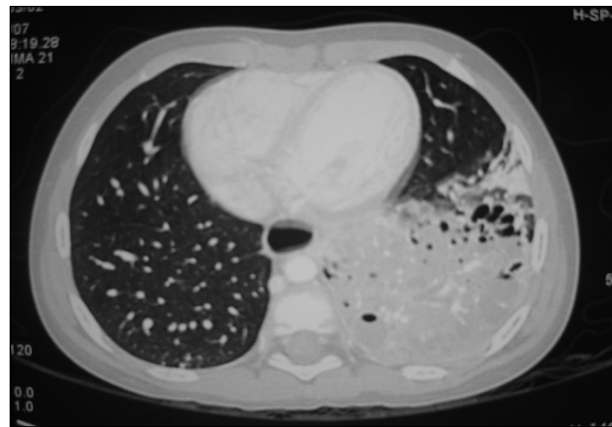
Imagen de angiotomografía que muestra un secuestro pulmonar
